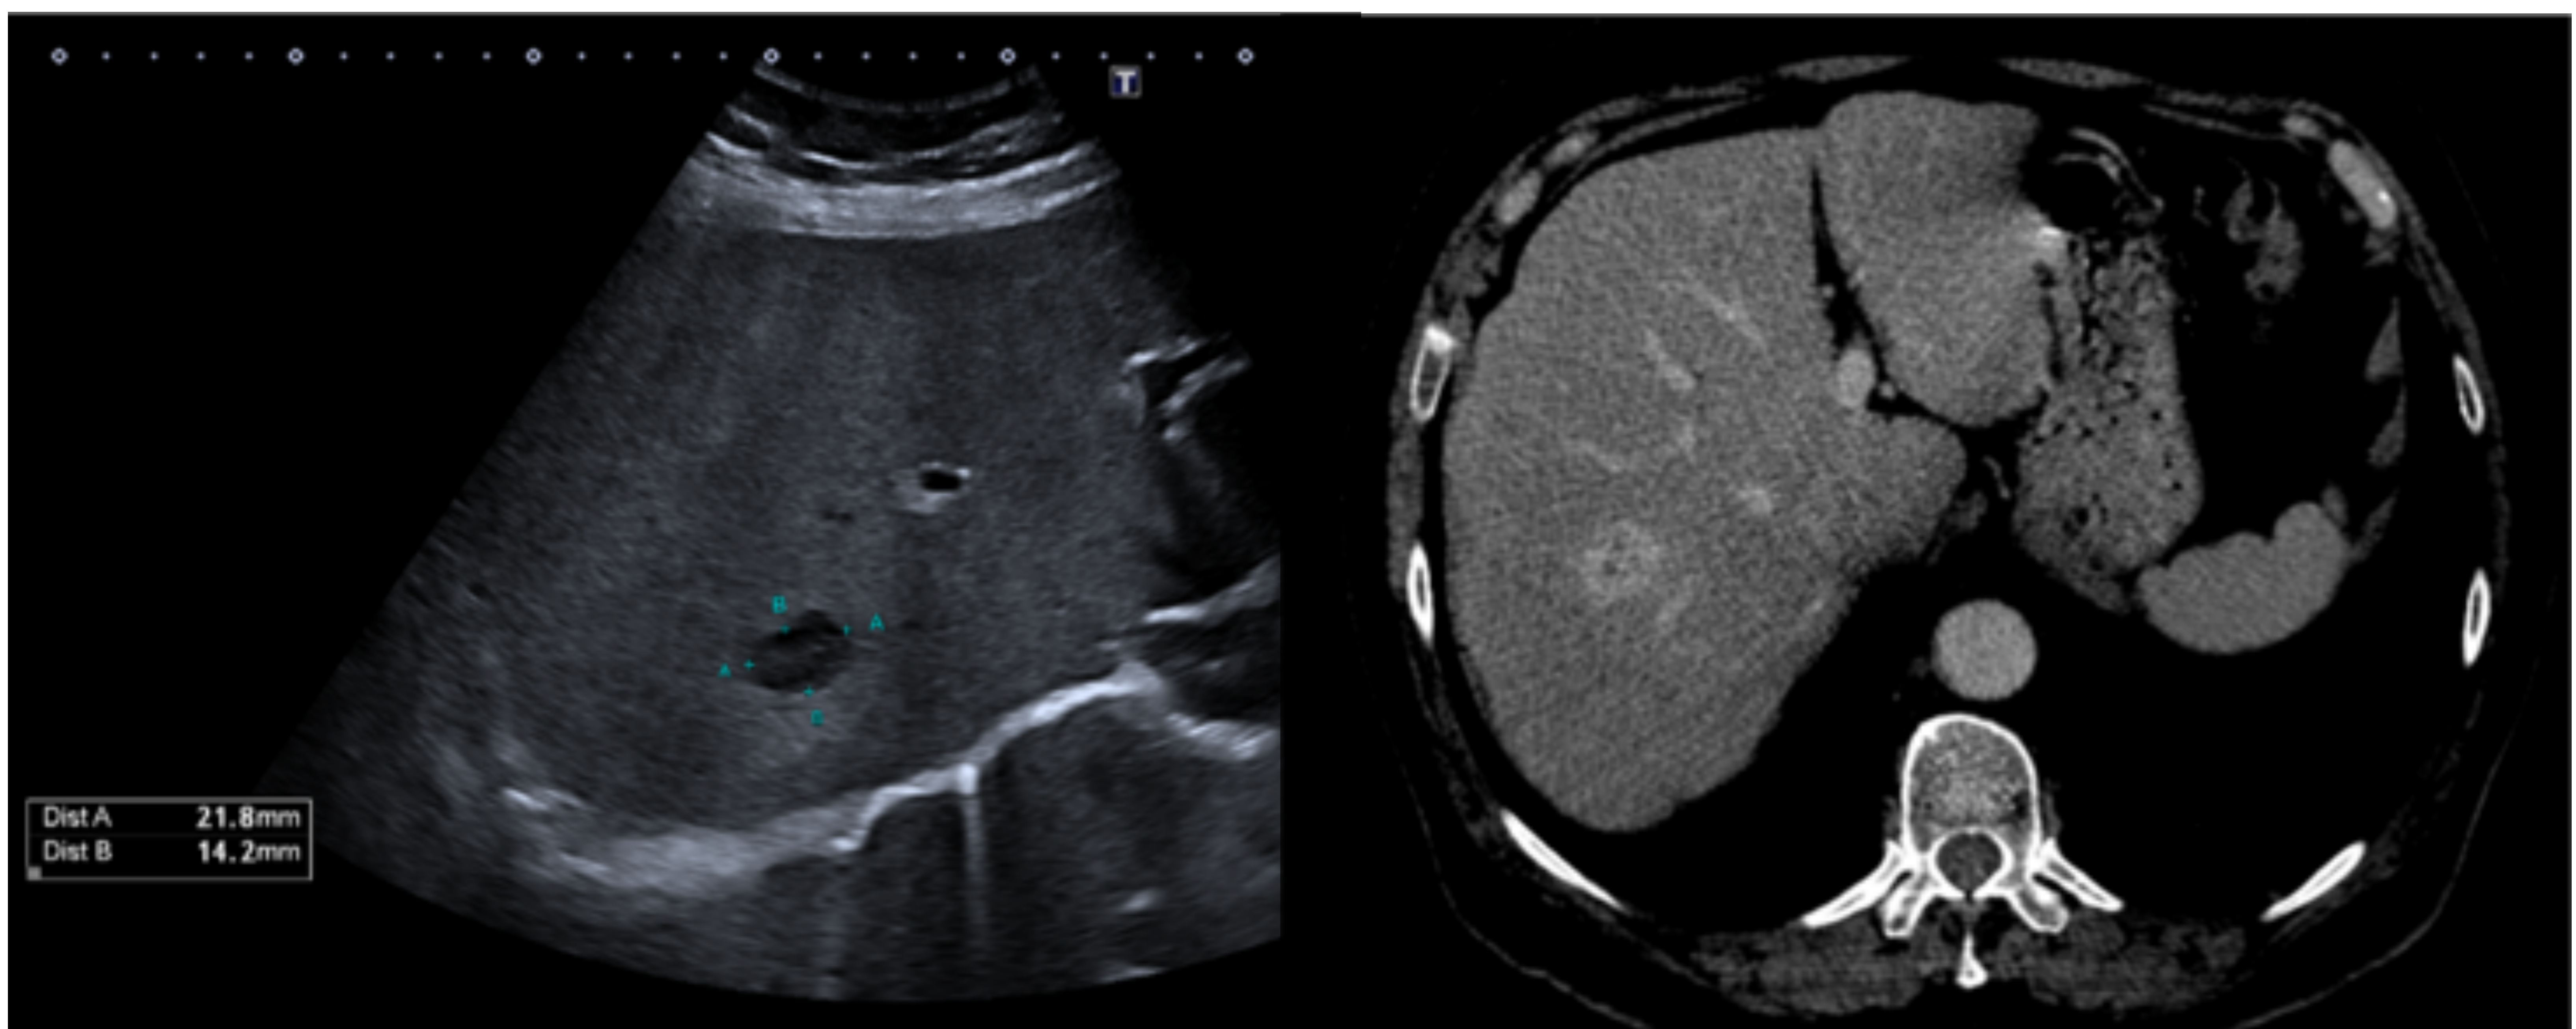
Nódulo hipoeicoico redondeado de hasta 21 mm en paciente con hepatopatía crónica. Este hallazgo ya era conocido en TC previo (hemangioma) y permanece estable por lo que no requiere un seguimiento precoz.
